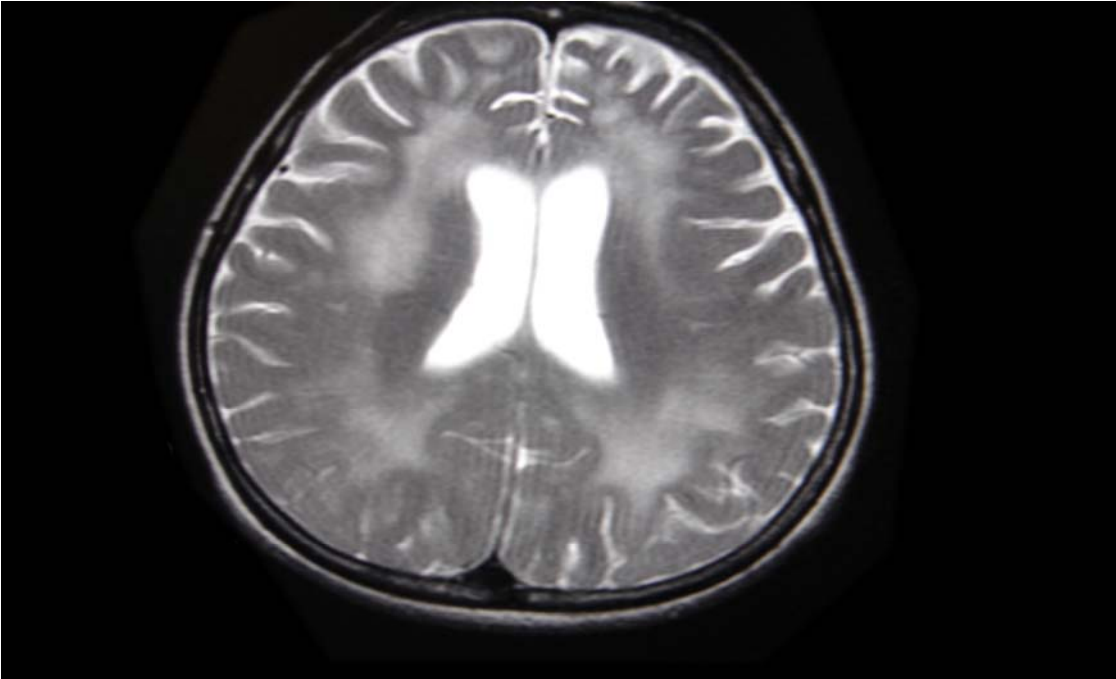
Aksiyel FLAIR serilerde bilateral frontal bölge derin beyaz cevherde SSPE açısından anlamlı sinyal intensite artışı.
